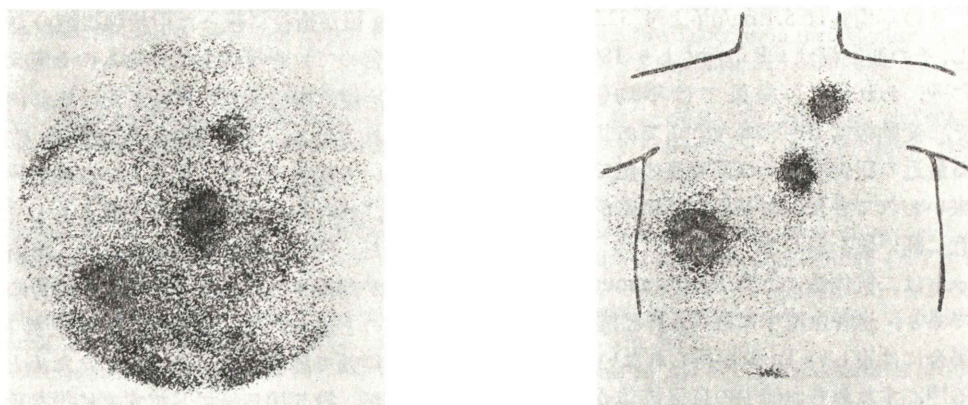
^{201}Tl (left) and ^{131}I (right) scintigrams of Fig. 10 Case b show high activity in the lt. clavicle, sternum and rt. ribs. Serum thyroglobulin level of this case is 11,000 ng/ml.
